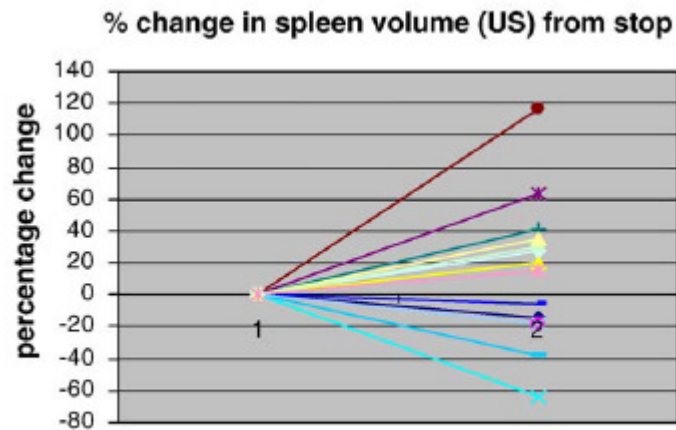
Percent change in spleen index volume (by ultrasound) from stop to recent evaluation.
